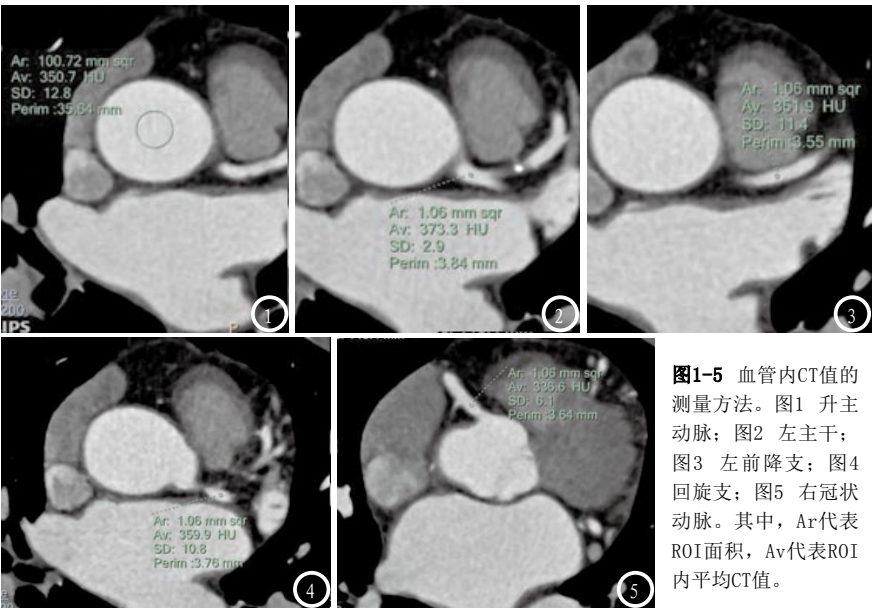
血管内CT值的测量方法。图1 升主动脉；图2 左主干；图3 左前降支；图4 回旋支；图5 右冠状动脉。其中，Ar代表ROI面积，Av代表ROI内平均CT值。
